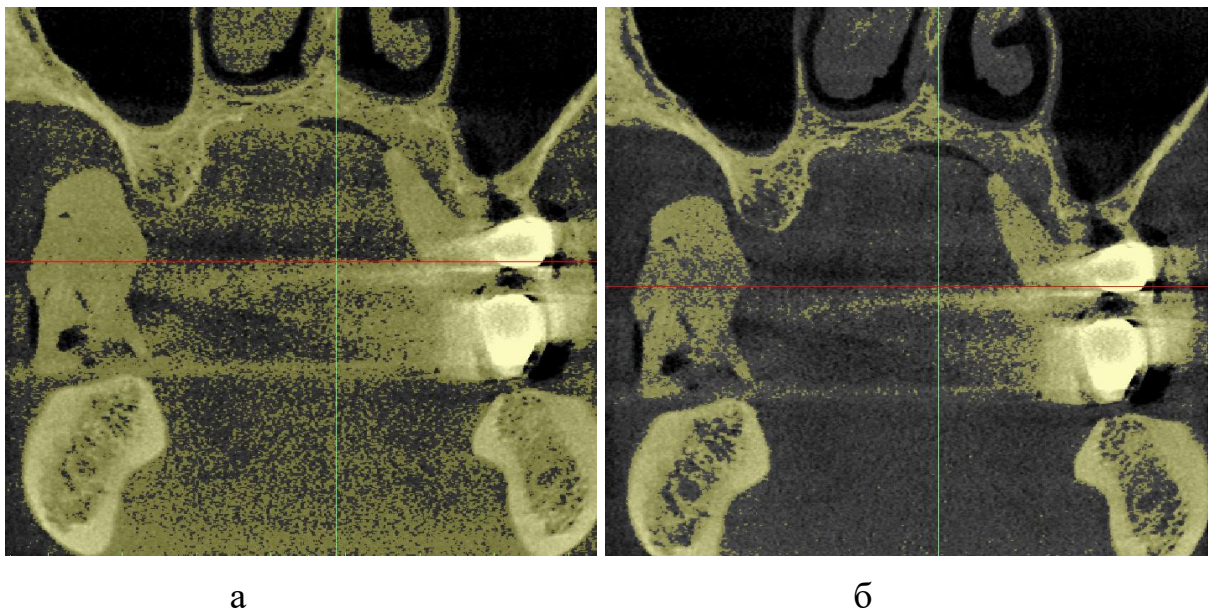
Комп'ютерна томографія (тривимірна реконструкція): а – з м'якими тканинами, б – без м'яких тканин.
